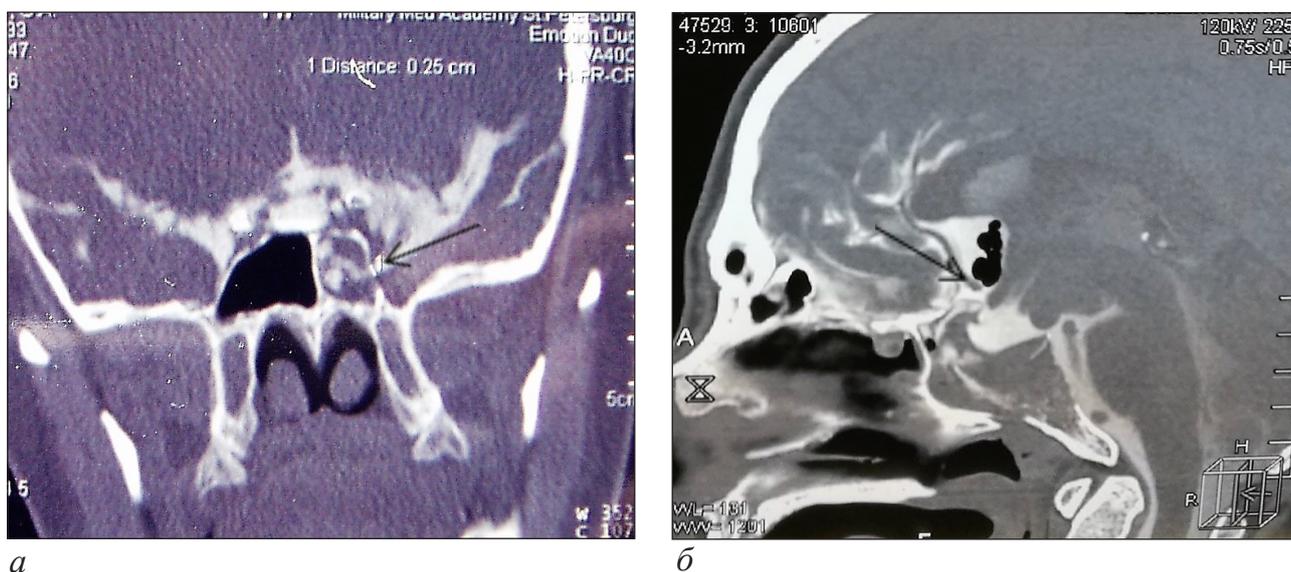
КТ-цистернография: а – коронарная проекция, дефект боковой стенки клиновидной пазухи (стрелка); б – сагиттальная проекция, дефект в области верхней стенки клиновидной пазухи (стрелка)
